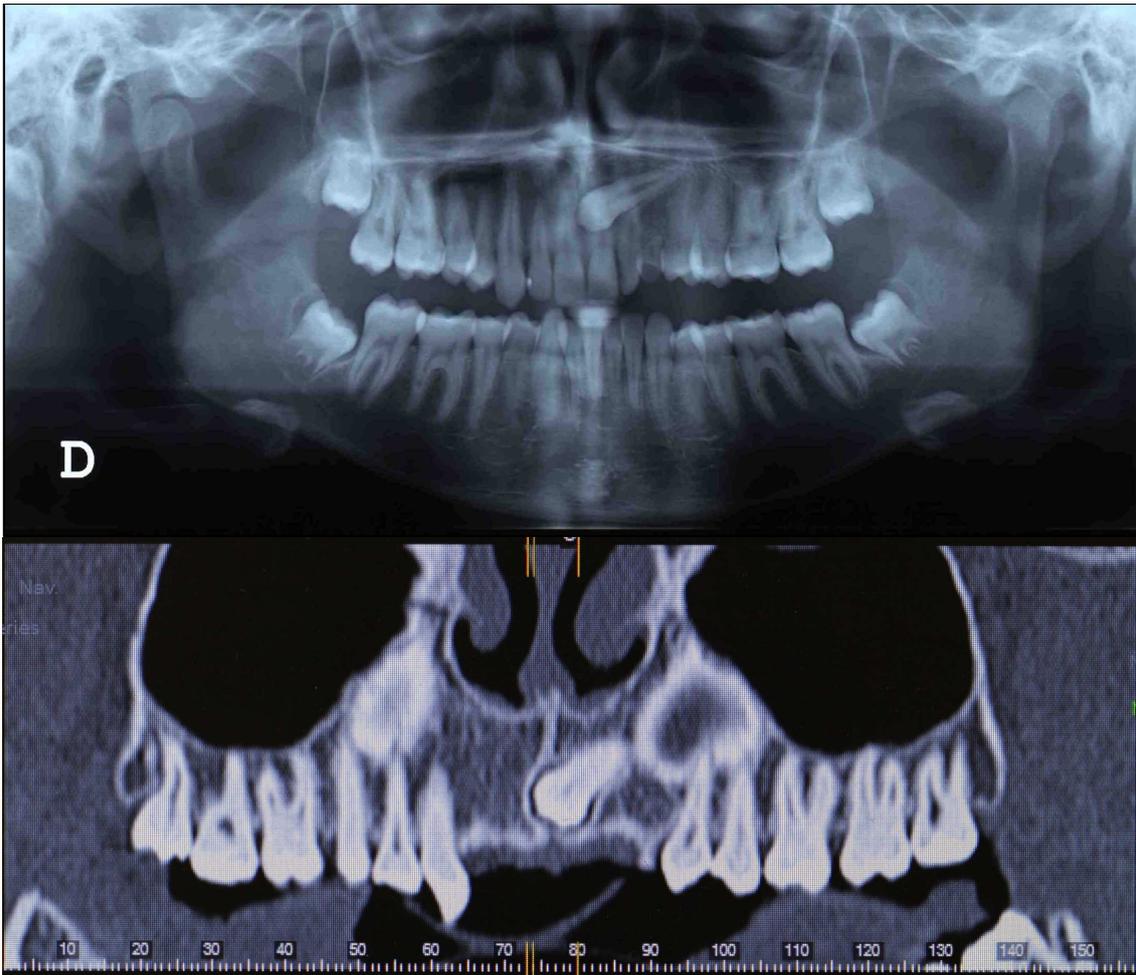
ORTOPANTOMOGRAFIA (EM CIMA) E TOMOGRAFIA COMPUTORIZADA (EM BAIXO) DE 23 INCLUSO POR PALATINO, EM CONTACTO COM SUTURA MÉDIA PALATINA E COM INDICAÇÃO PARA EXODONTIA.
